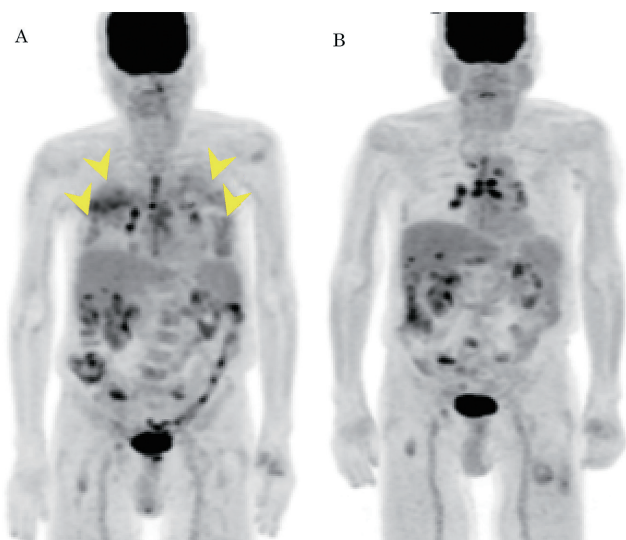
治療前(A)と治療中間期(B)における<sup>18</sup>F-FDG-PET/CT MIP 像の比較
